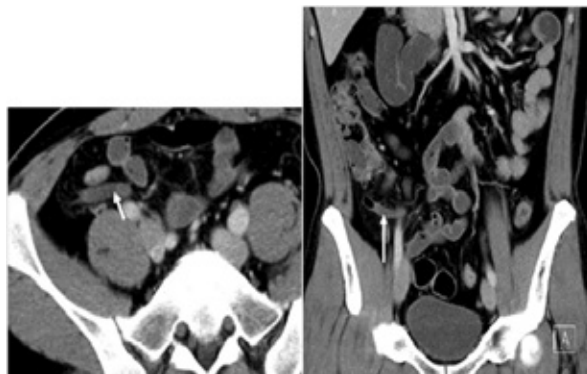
CT画像 左 axial 右 coronal
